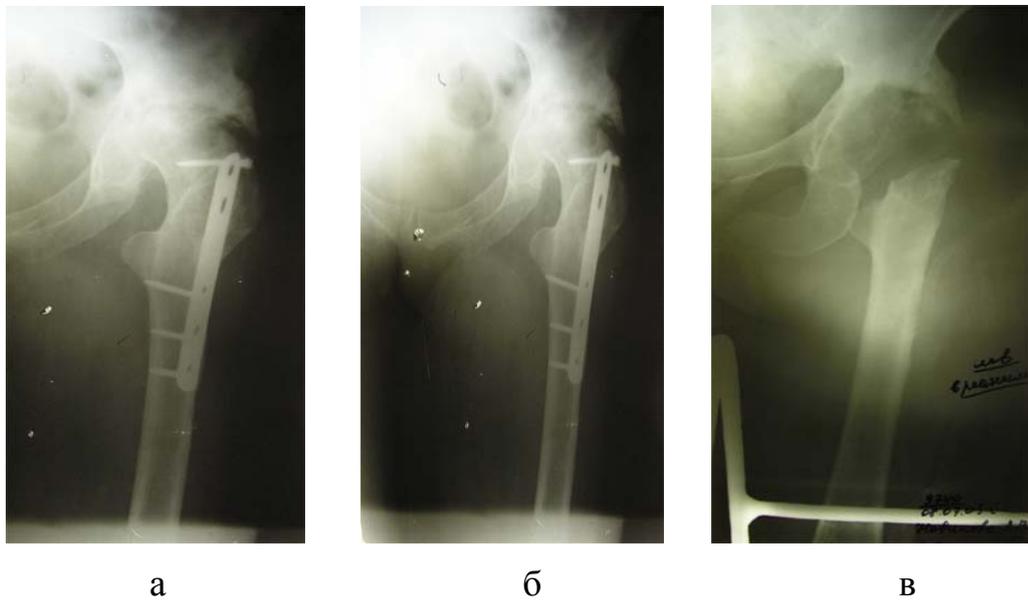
Рентгенограммы больной Н., 53 лет: а, б - рентгенологическая картина до операции; в - рентгенологическая картина после оперативного вмешательства при проведении скелетного вытяжения за бугристость большеберцовой кости.
